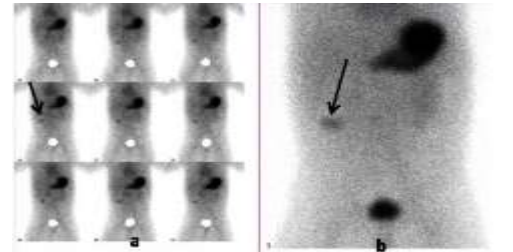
scintigraphie digestif au pertéchnétate :foyer de fixation para ombilicale droit (flèche noire)visualisé sur les images dynamiques a et statique b Source (8)
